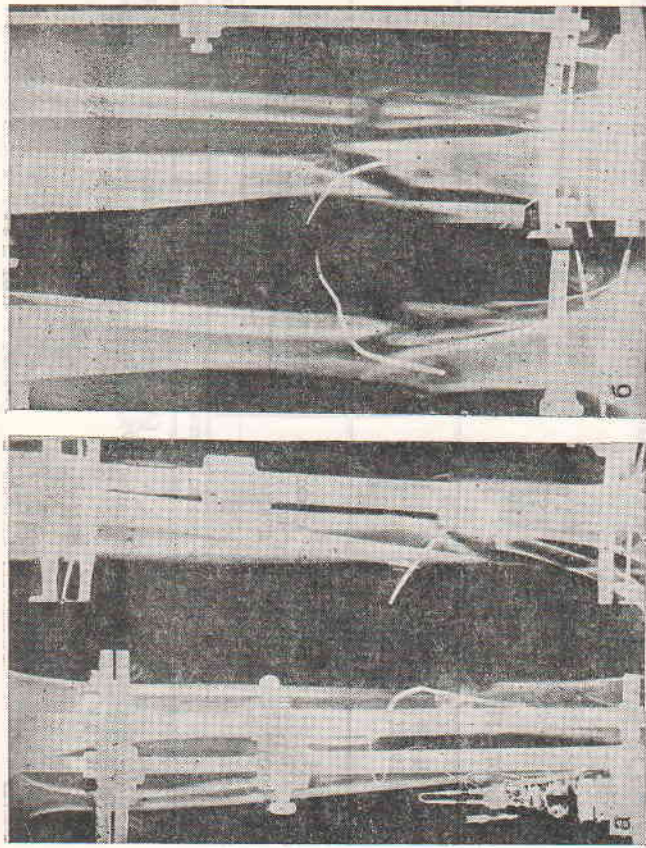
Рентгенограммы большого П. после операции (а), через 40 дней (б) и через 4 мес после ЭСО (в).
